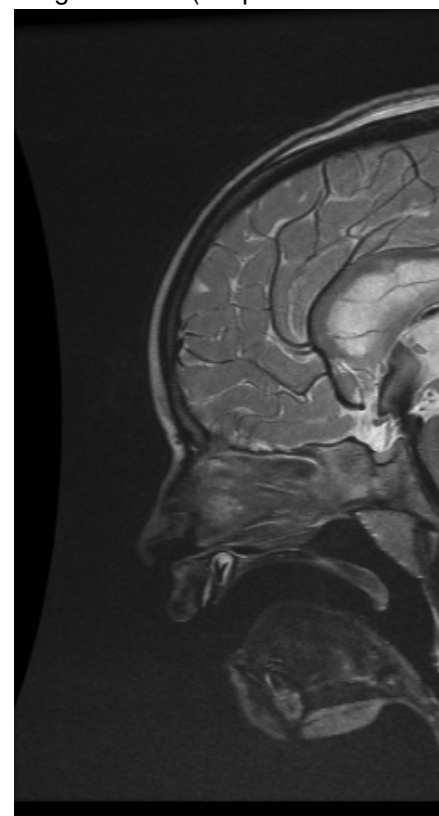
Figure 5. Coupe sagittale médiane d'IRM en séquence pondérée T2 : perméabilité de la ventriculocisternostomie endoscopique (artéfact de flux visible au niveau du plancher du troisième ventricule). Volumineuse lésion tumorale de la fosse cérébrale postérieure.
